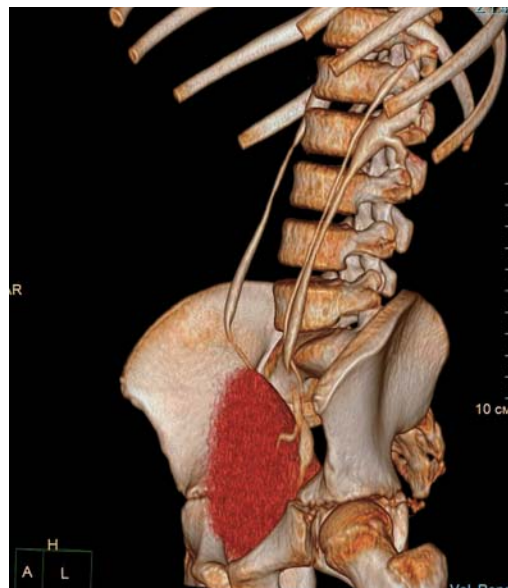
КТ-изображение (3D-реконструкция), выполненное на 6-й минуте, после введения контрастного вещества и РФП. Слева визуализируются два отдельно идущих мочеточника, впадающих в мочевой пузырь разными устьями.
